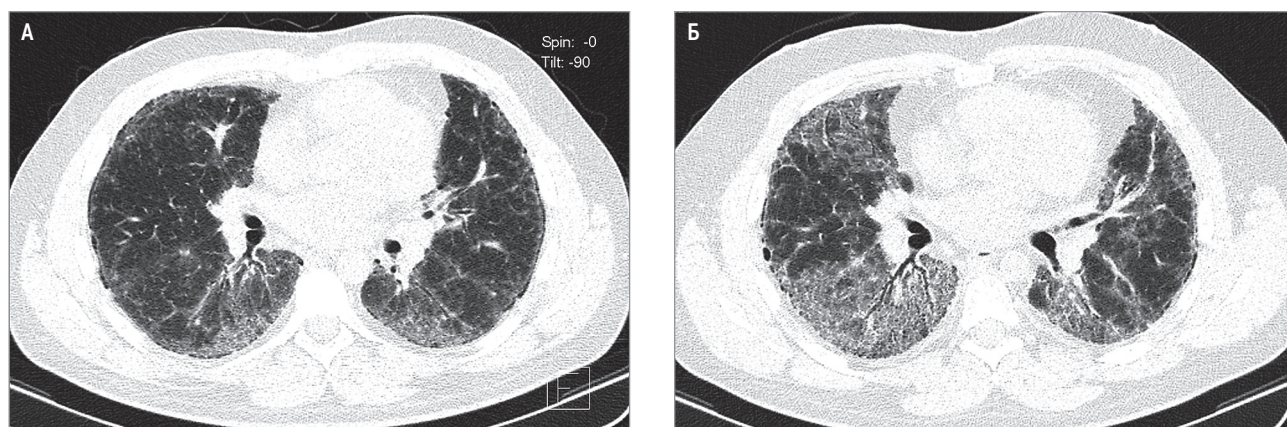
Картина обострения идиопатического легочного фиброза при компьютерной томографии высокого разрешения: А — исходно; Б — через 10 мес. во время развития обострения
